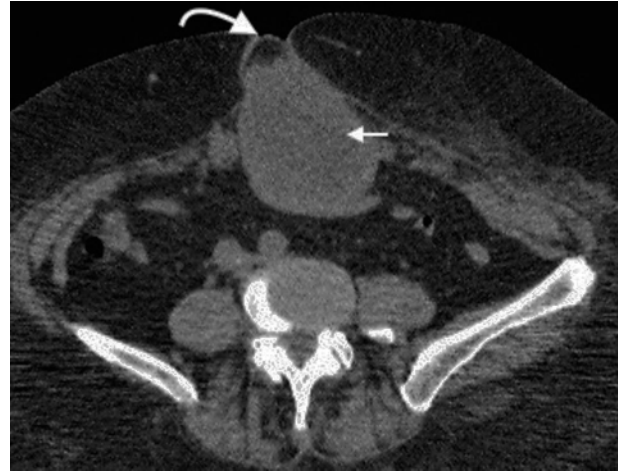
Tomografía computada multidetector en plano axial de una hernia umbilical (flecha curva) que presenta un implante sólido (flecha recta), secundario a un tumor de ovario (nódulo de la hermana María José).
